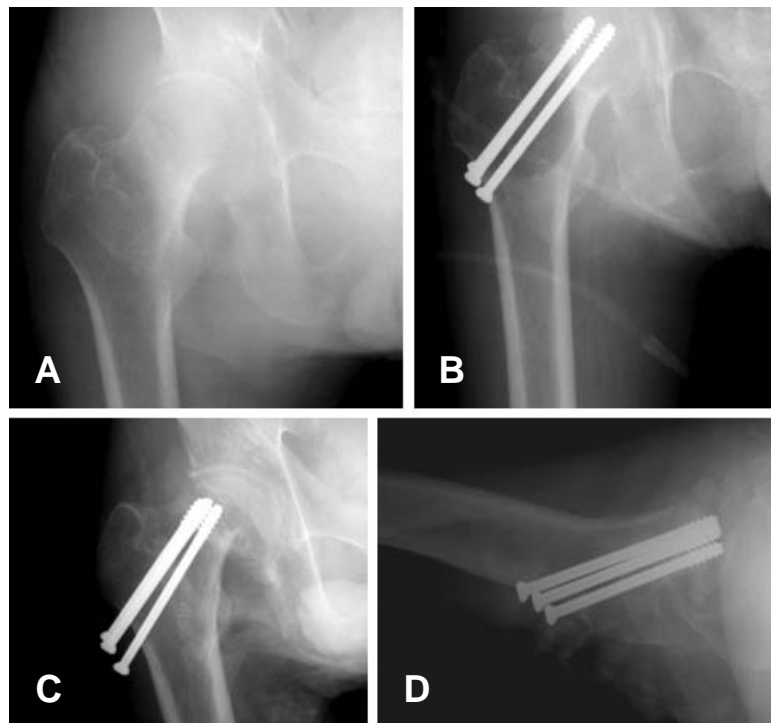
(A, B) Preoperative and postoperative radiography showed good reduction and fixation in male 65 years olds (C, D) At postoperative 6months, radiography showed non-union with mechanical failure and great migration.
